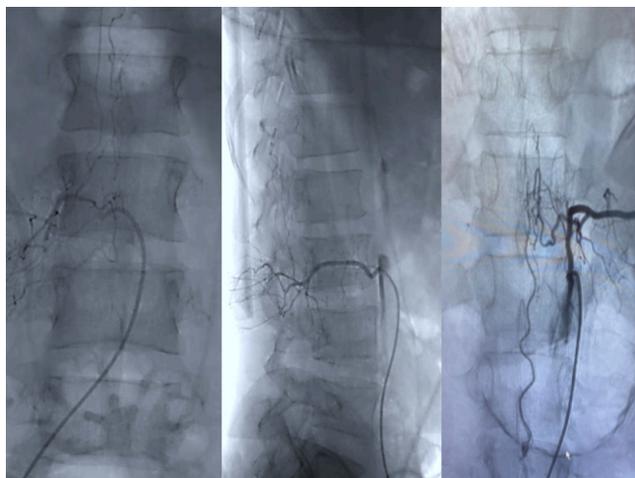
Angio-tomografía digital: tortuosidad de los vasos con múltiples afluentes
